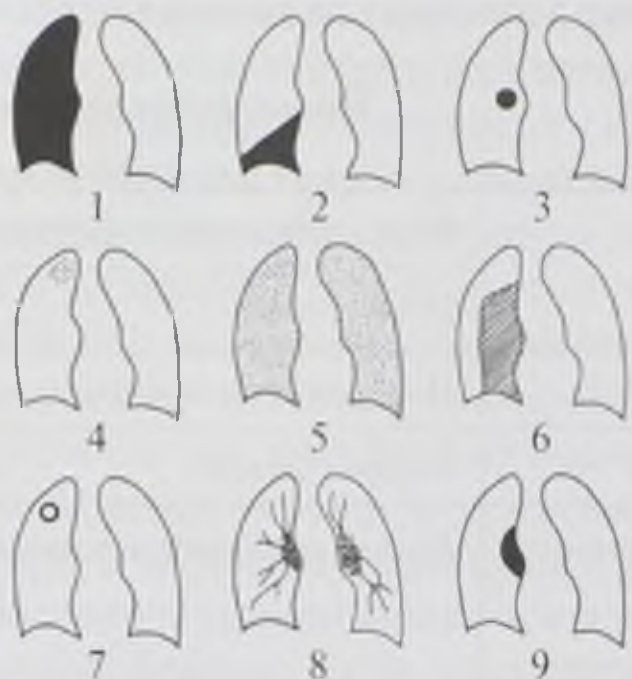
Схемы рентгенологических синдромов заболеваний легких: 1 — обширное затенение легочного поля; 2 — ограниченное затенение; 3 — круглая тень; 4 — очаги и ограниченная очаговая диссеминация; 5 — обширная очаговая диссеминация; 6 — обширное просветление; 7 — кольцевидная тень; 8 — изменение легочного рисунка; 9 — изменение корней легких
